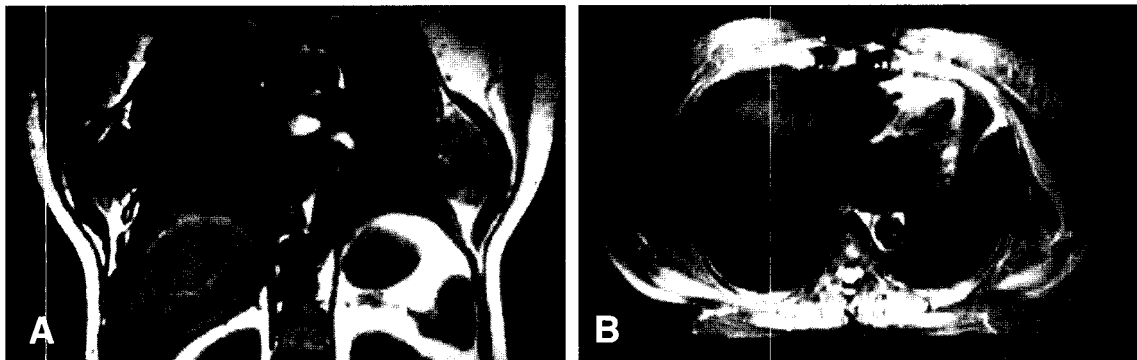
T1-weighted coronal image (A) and T2-weighted axial image (B) show a huge sized mass with heterogeneous intensity between rib cage and serratus anterior muscle.
